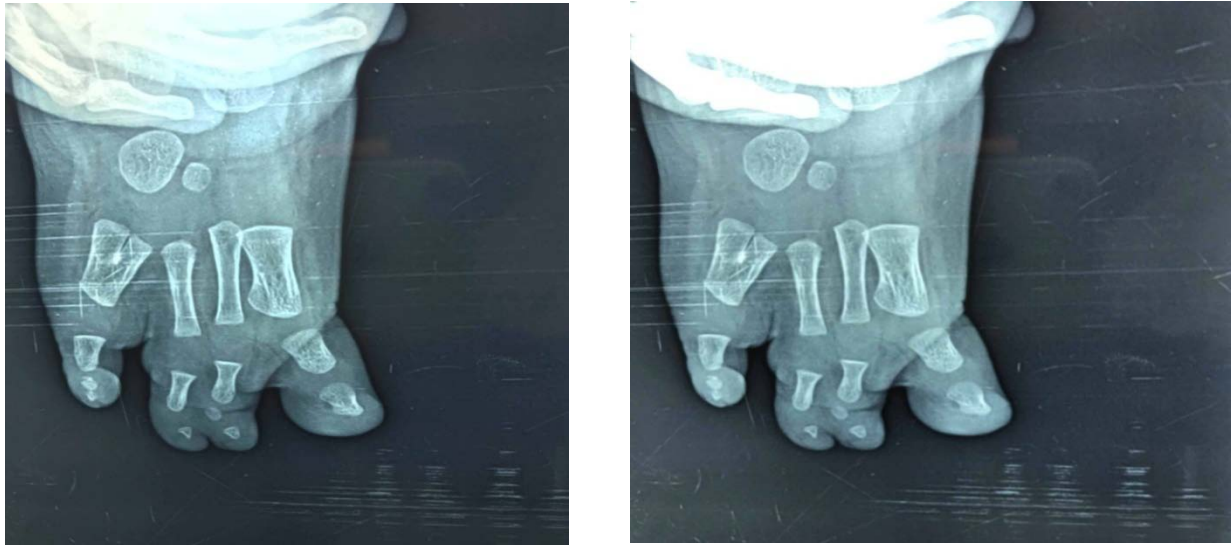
Radiographie standard montrant une syndactylie simple avec clinodactylie du 2^{ème} et 3^{ème}orteils droit avec agénésie du 4^{ème} orteil et un écart interdigitale.
